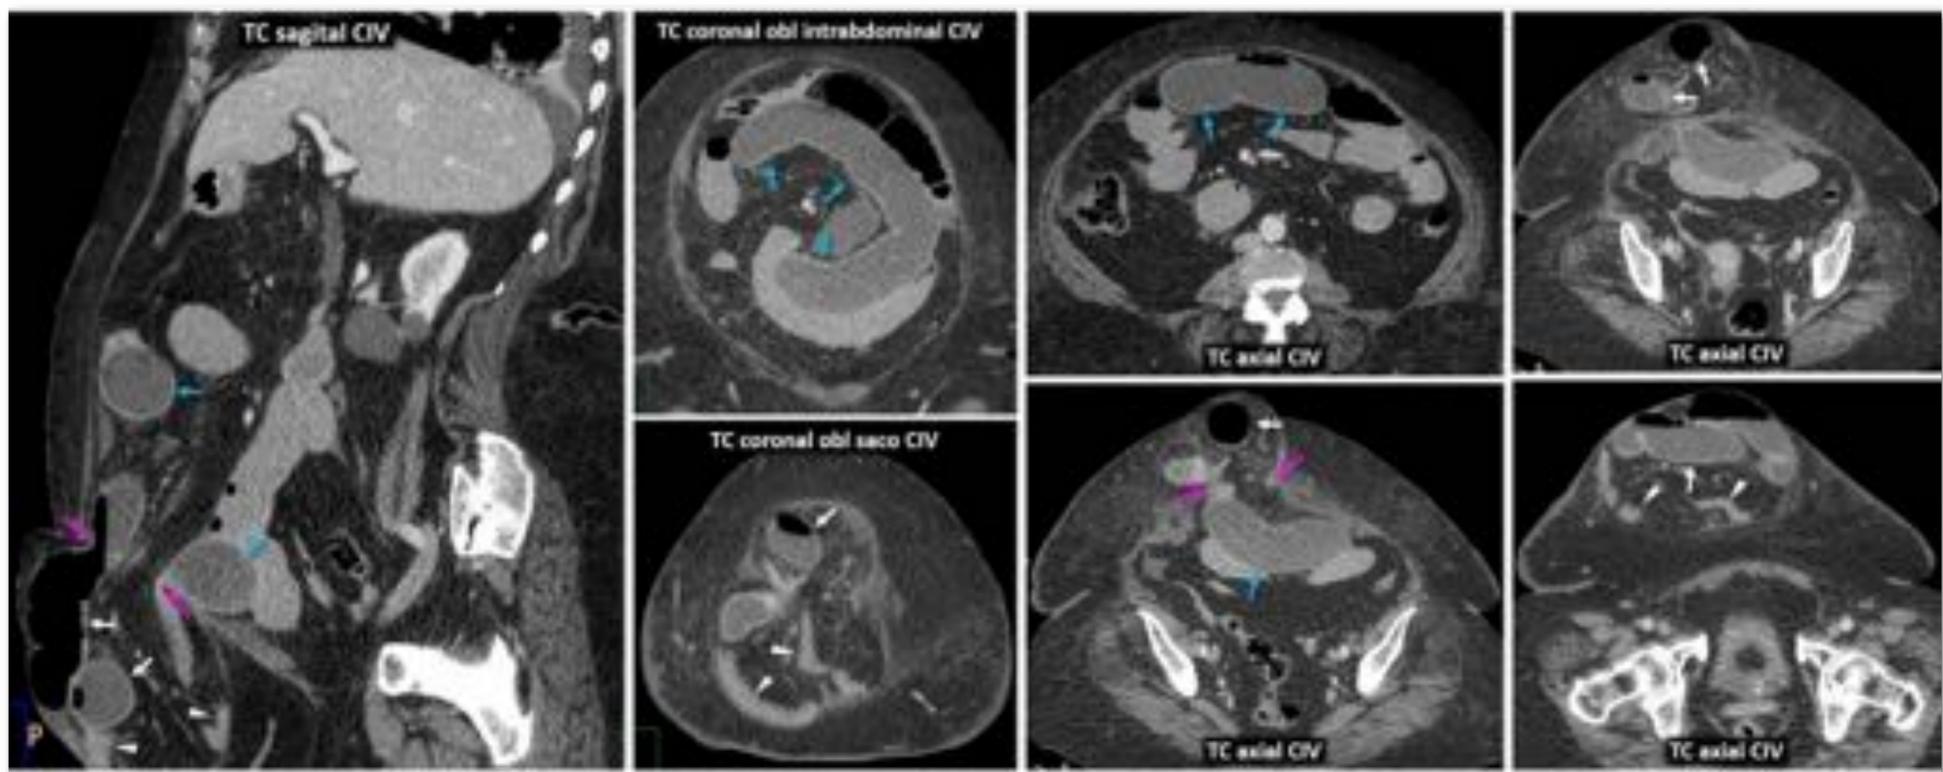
Gran hernia hipogástrica estrangulada, con obstrucción asociada en asa cerrada de un tramo intrabdominal. Mujer de 94 años. Dolor abdominal, vómitos y gran hernia hipogástrica incarcerationada. TC: hernia hipogástrica grande y polilobulada, estudiada de forma incompleta, con anillo relativamente estrecho para el amplio contenido, con un largo tramo de íleon que parece hipoperfundido (flechas blancas) y otro de íleon más distal colapsado (cabezas de flecha). En situación intrabdominal hay un tramo de íleon proximal dispuesto "en C" (flechas azules) adherido al anillo herniario y también hipoperfundido. Se confirmó hernia estrangulada y vólvulo intrabdominal del tramo proximal sobre adherencias junto al anillo. Requirió resección de 60 cm, sorprendentemente con buena recuperación clínica. Véase también el Vídeo (19'27").*
